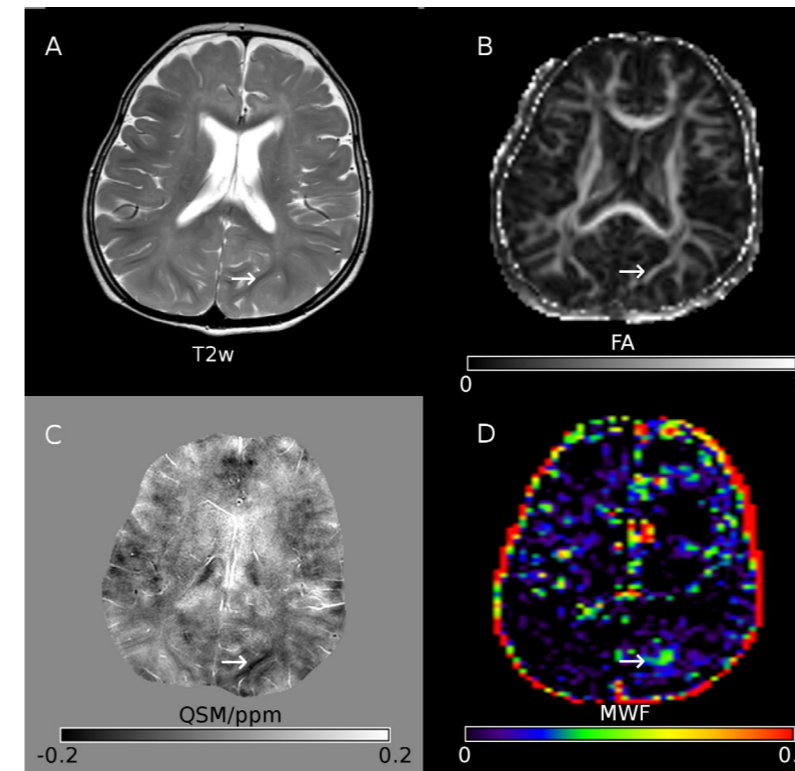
MRT des Gehirns eines Leukodystrophie-Patienten mit Hypomyelinisierung (zu geringe Myelinbildung)
